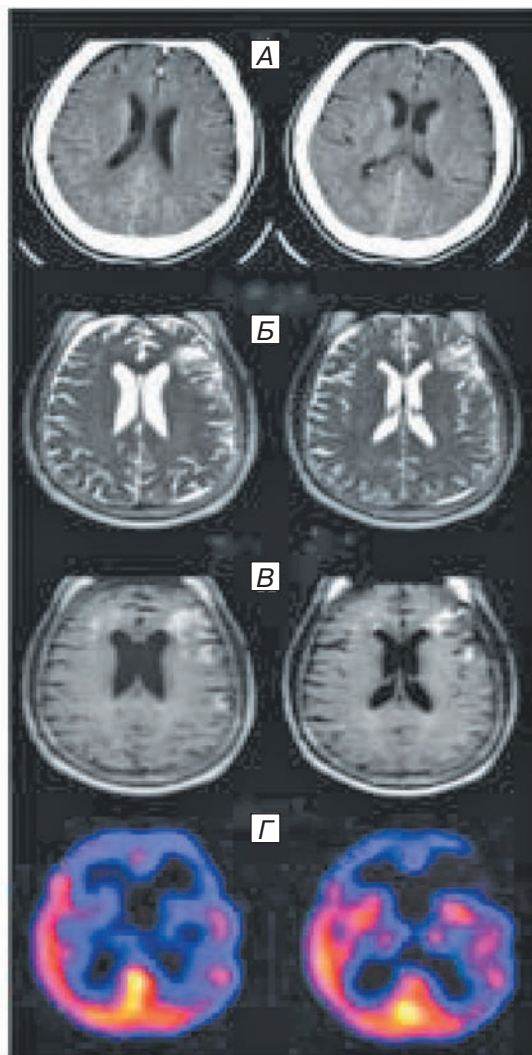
Пример диагностики вторичной ишемии мозга с помощью разных методов нейровизуализации. А) КТ головного мозга. Аксиальные срезы. Патологии не выявлено; Б) МРТ. T2-ВИ. Аксиальная проекция. Гиперинтенсивная зона в левой лобной доле соответствует цитотоксическому отеку; В) МРТ. FLAIR. Аксиальная проекция. Гиперинтенсивная зона в левой лобной доле соответствует цитотоксическому отеку; Г) ОФЭКТ. Выраженный дефицит перфузии в обеих лобных долях и левой височной доле.
